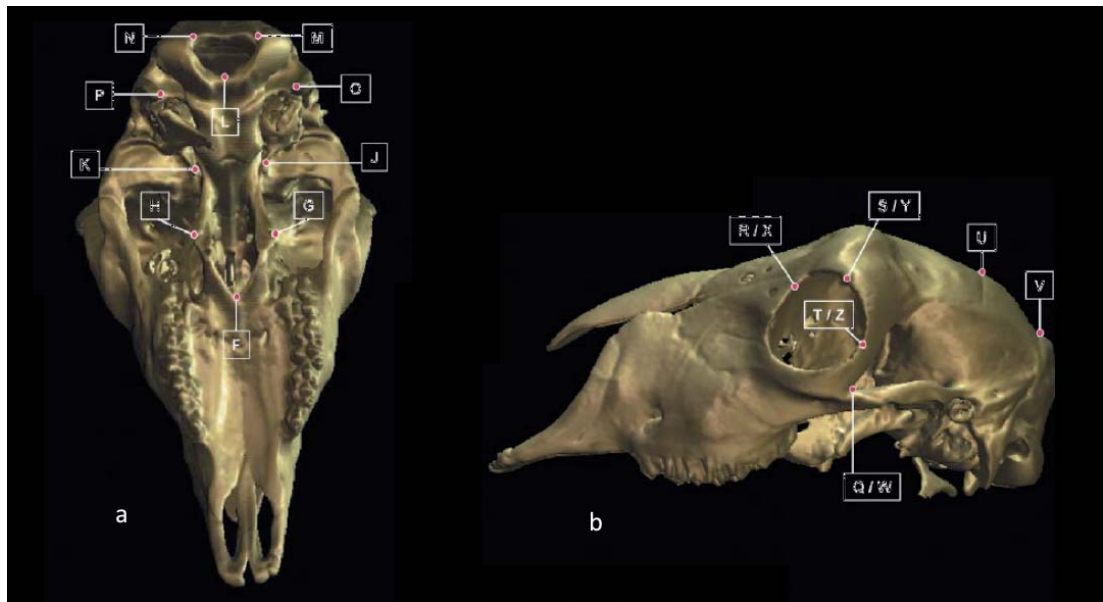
Visión ventral (A) y lateral (B) de los cráneos ovinos con los *landmarks* utilizados en la cefalometría con TC 3D. Los puntos de referencia R, S, T and Q aparecen en el lado operado, mientras que los X, Y, Z and W están en el lado no-operado (de Papadopoulos et al., 2005).
